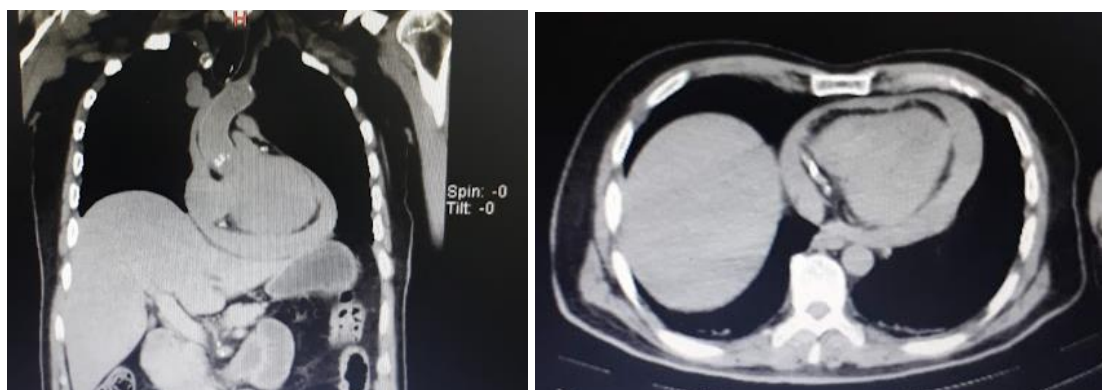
TAC simple de tórax en donde se evidencia derrame pericárdico, compatible con hemopericardio por rotura cardiaca.
